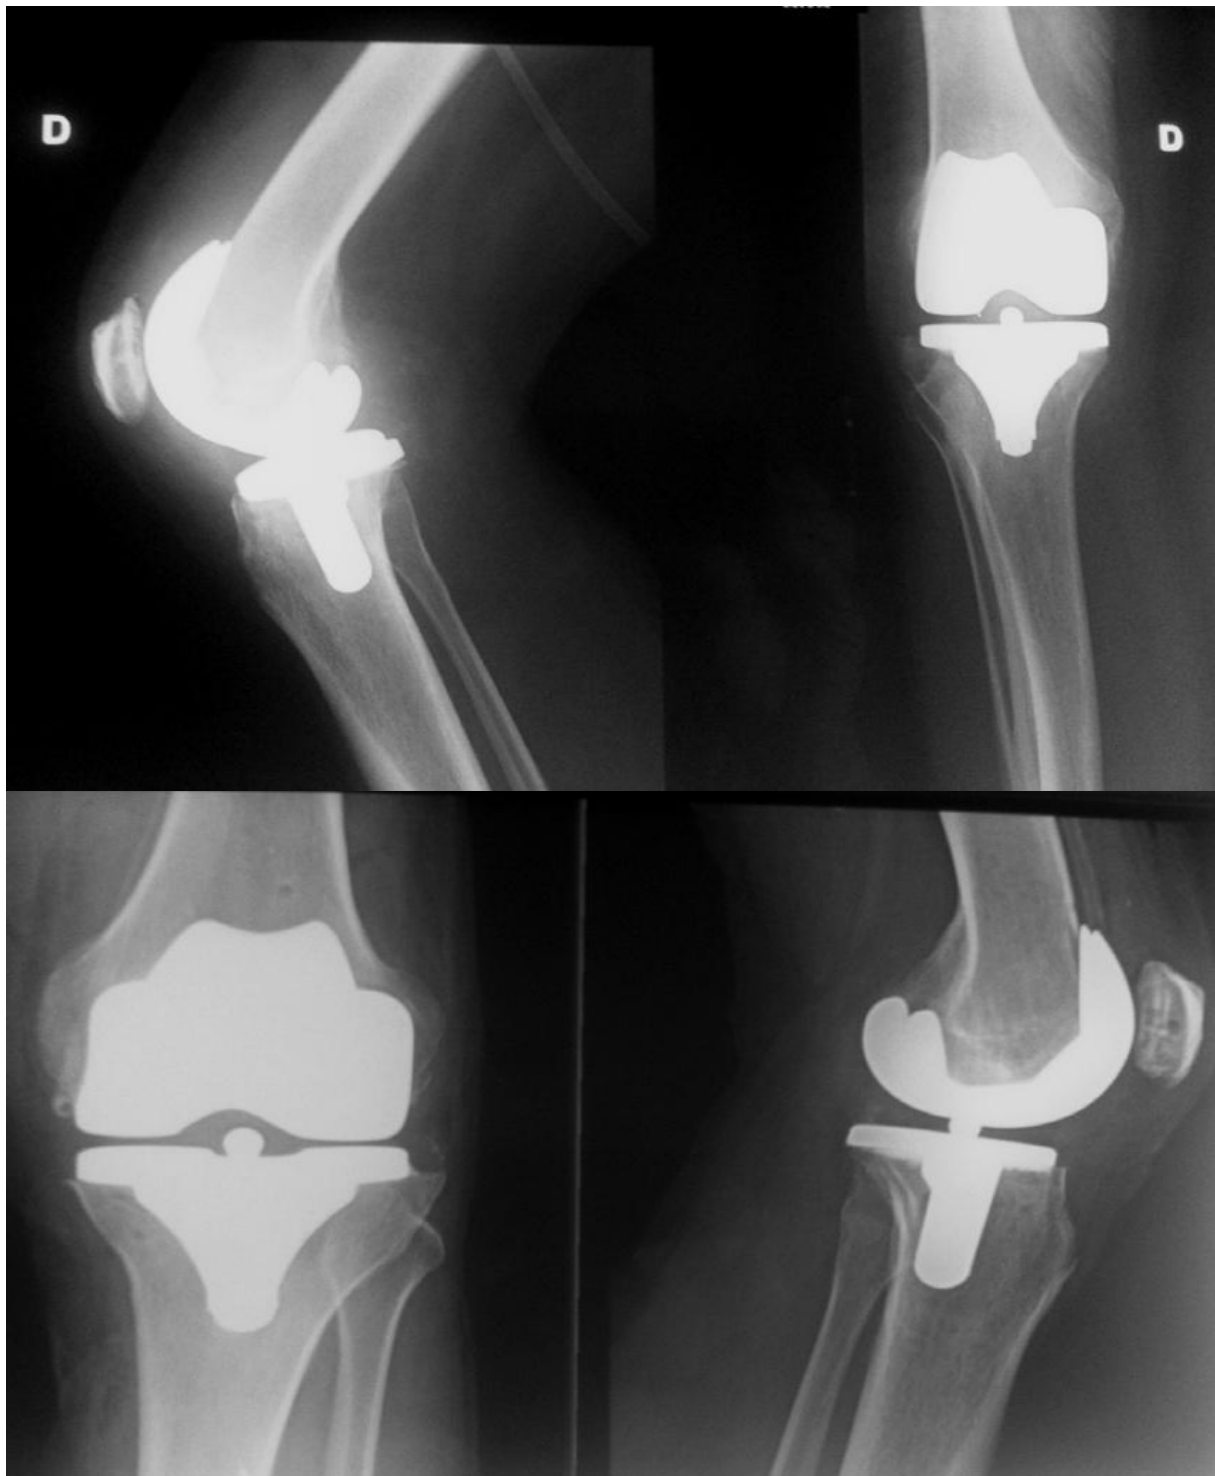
Contrôle radiographique après la mise en place des deux prothèses totales du genou cimentées
